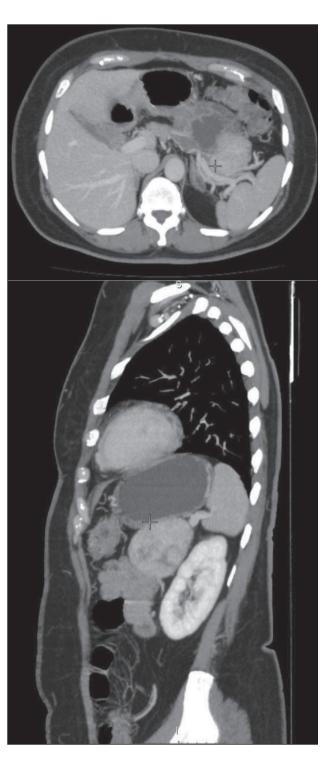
Лейомиосаркома забрюшинного пространства. МСКТ с болюсным усилением. Постпроцессинговая обработка изображений в режиме МІР в аксиальной и сагиттальной плоскостях (срез толщиной 8 мм). На сканах визуализируется плотное прилежание образования к селезеночной вене, давление на желудок
